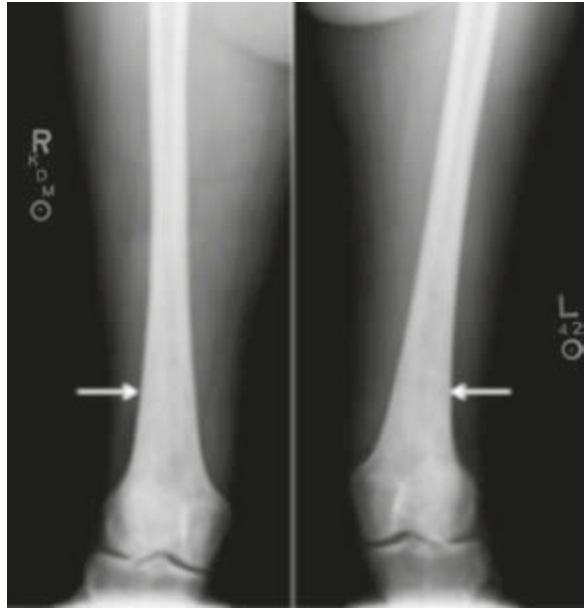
Radiografías anteroposteriores de ambos fémures que muestran (flechas) osteosclerosis bilateral, simétrica a nivel de las regiones diametafisarias.
